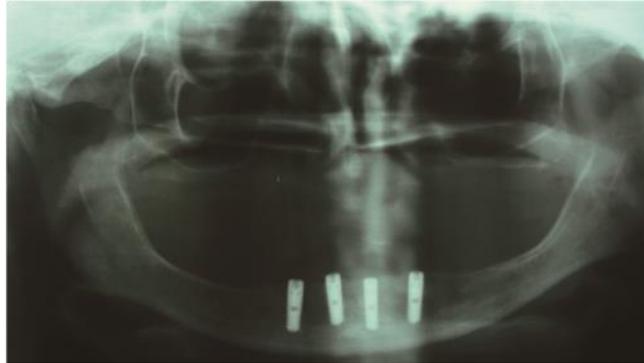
Une radiographie panoramique de contrôle a permis après la mise en place des implants
